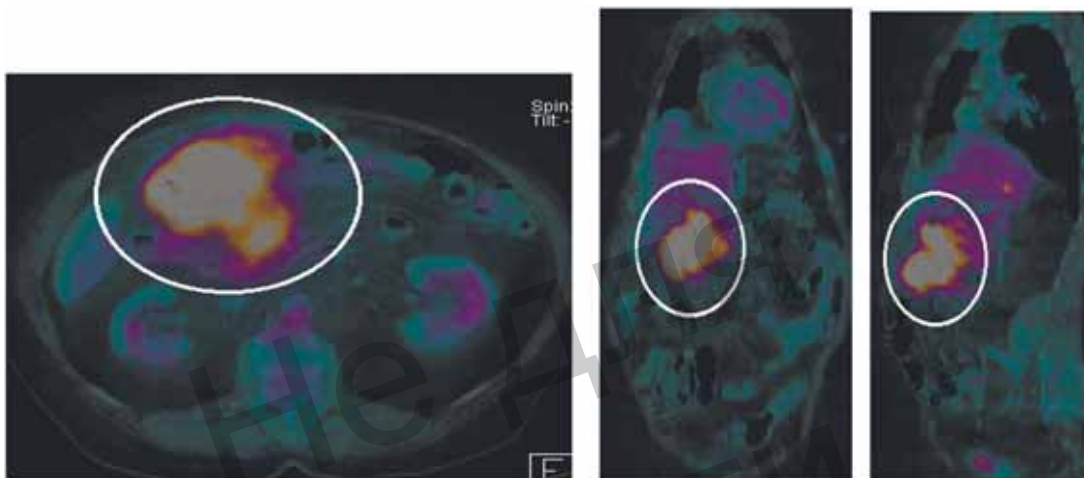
ПЭТ/КТ. Определяется повышение метаболизма 18-ФДГ ( $SUV = 12,3-13,4$ ) за счет наличия в правых отделах поперечно-ободочной кишки образования, с ровным бугристым контуром, интимно прилежащее к выходному отделу желудка, головке поджелудочной железы
